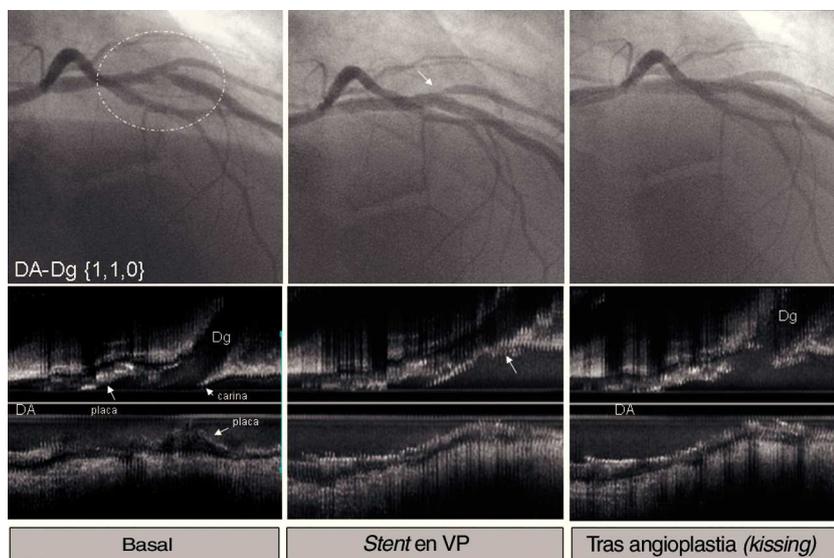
Lesión en bifurcación DA-Dg {110}. El examen por ecografía intraconararia longitudinal muestra placa proximal y distal al origen del RS, que está libre de enfermedad. La carina tiene morfología puntiaguda y está libre de placa. Tras implantar el *stent* en el VP, la angiografía muestra compromiso del *ostium* del RS (flecha) por desplazamiento de la carina (flecha). Tras angioplastia simultánea con dos balones, se re posiciona la carina (flecha) para corregir el compromiso ostial del RS. DA: descendente anterior; Dg: diagonal; RS: ramo secundario; VP: vaso principal.
